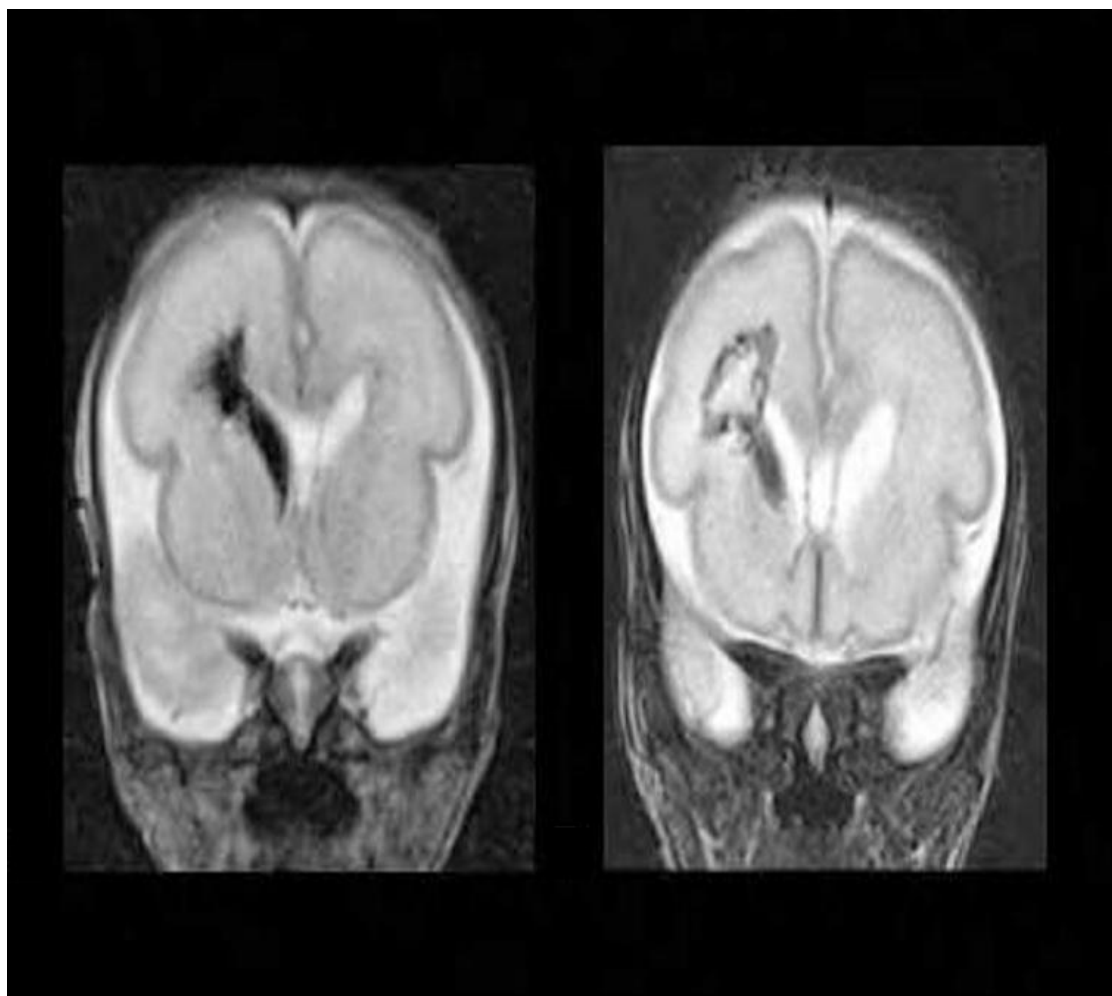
coupe coronale d'IRM (séquences T2) montrant une hémorragie intraventriculaire et intra parenchymateuse frontale droites, chez un prématuré atteint de méningite à J3 de vie [70].
